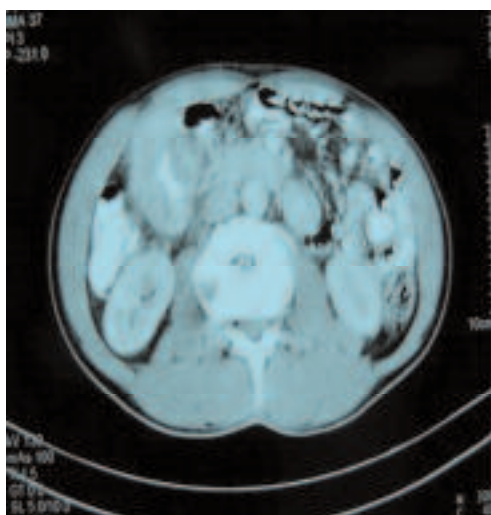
Aspect TDM d'une tumeur du colon droit
